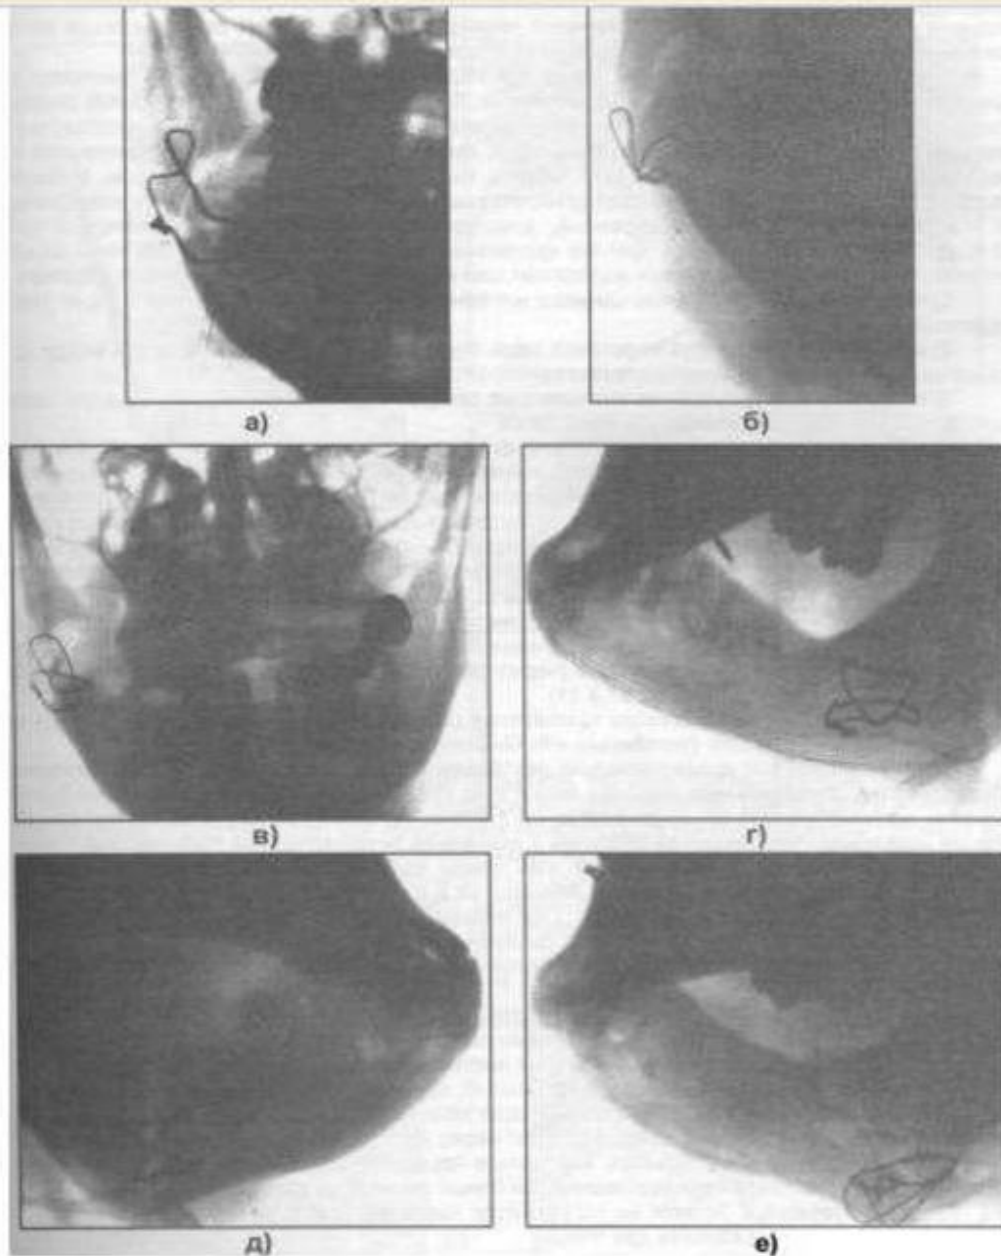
(а,б,в,г,д,е). Различные модификации костного шва, используемые для соединения отломков нижней челюсти. Рентгенограммы больных.
